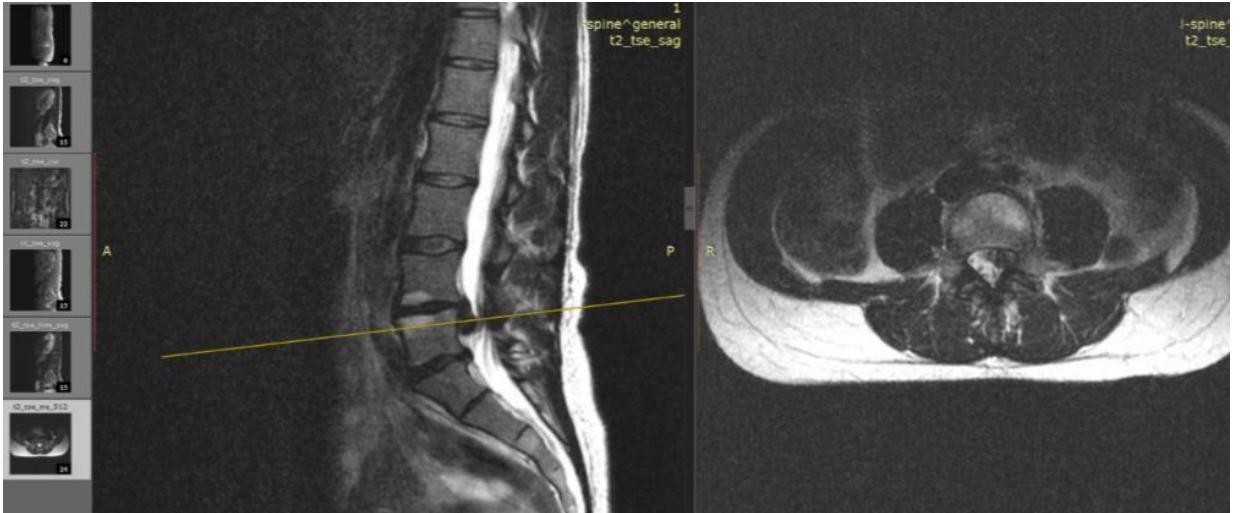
Секвестрированная грыжа межпозвонкового диска на уровне L4-L5, до операции на МРТ
